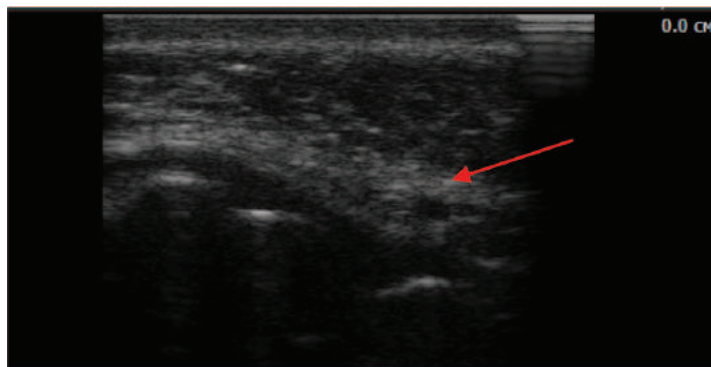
Ultrasound imaging of the segment in the anterior, the thinning of the cortical plate is highlighted by arrow (19).
